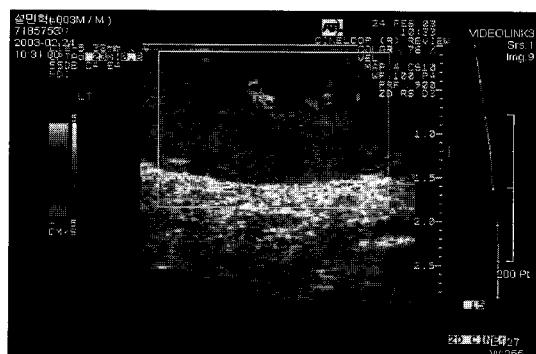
Ultrasonography and color doppler examination of scrotum demonstrating enlargement of epididymis and increased blood flow into it.
